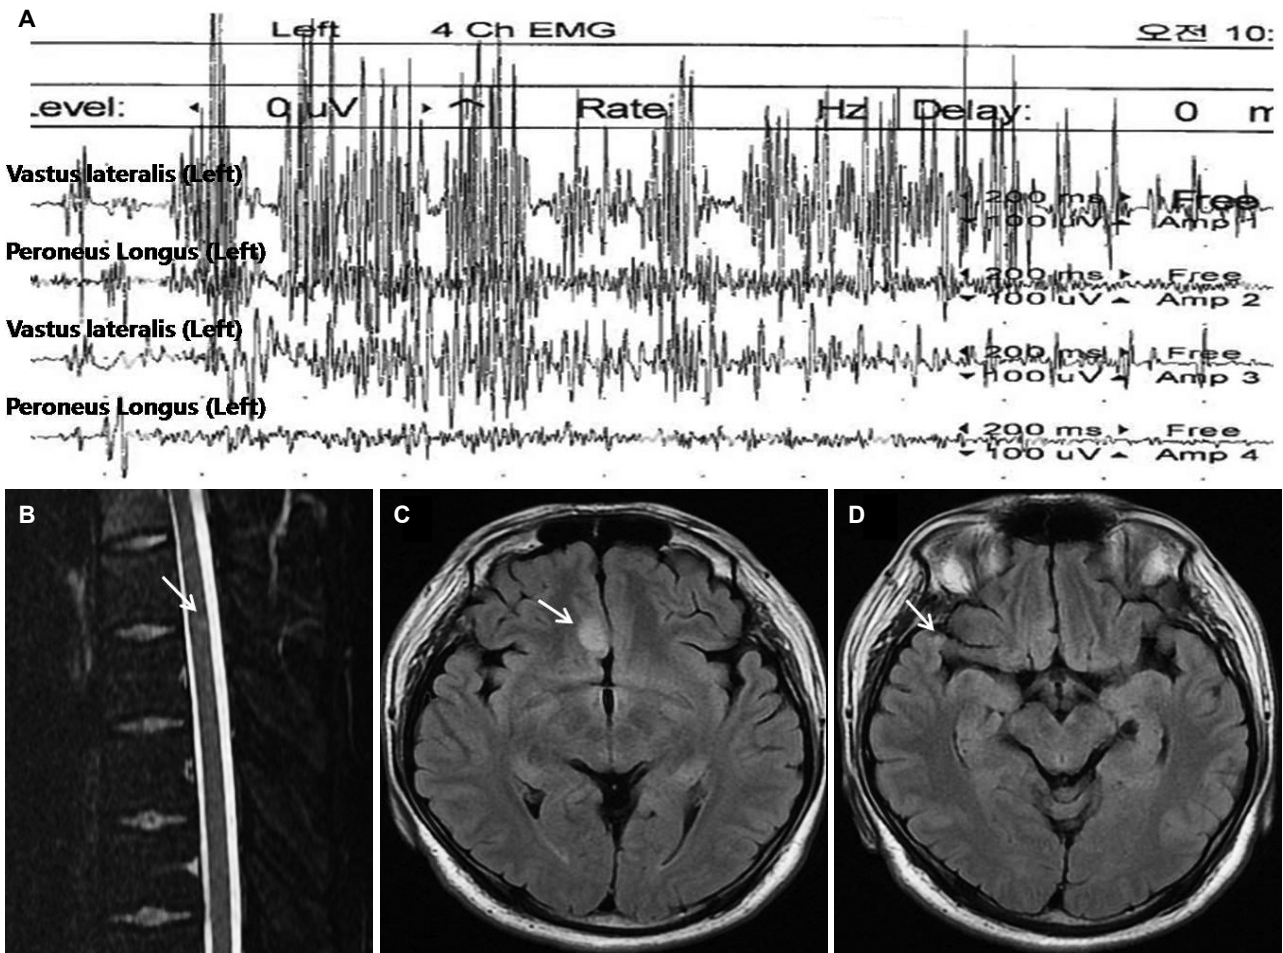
Surface electromyography (EMG), spine and brain MRI findings of the patient. (A) brief lasting (<2 secs) bursts consisted of overlapped motor unit potentials forming an interference pattern show tonic spasm. (B) Thoracic spine fat saturated T2-weighted MRI reveals subtle high signal intensity lesion between T5 and T6 level (white arrow). (C and D) Fluid attenuated inversion recovery imaging of brain shows two small high signal intensity lesions in right rectus gyrus and anterior temporal gyrus (white arrows).
